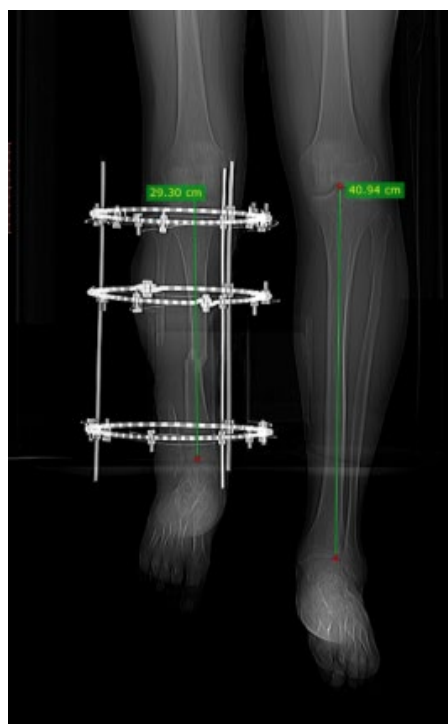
Компьютерная томограмма обеих голеней. Измерение длины конечностей: длина левой большеберцовой кости равна 409 мм вдоль оси, правой – 293 мм
